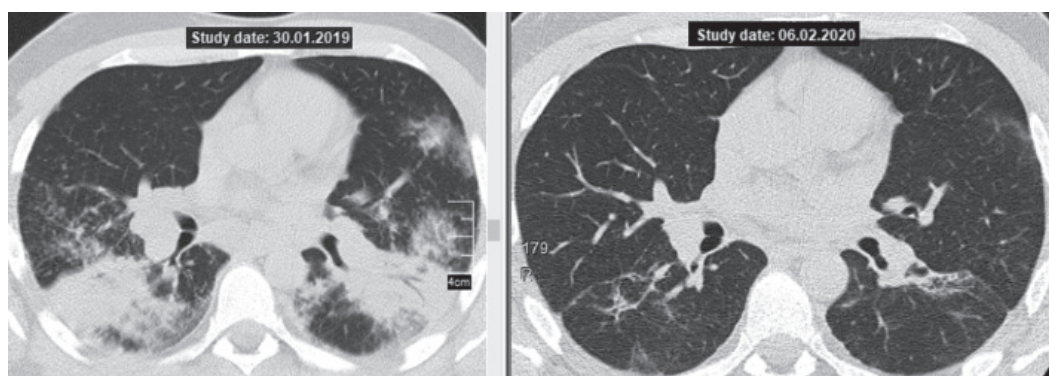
Пацієнт С., 27 років, саркоїдоз легень, II стадія; КТ ОГП (аксіальний зріз на рівні розподілу головних бронхів). Зліва — до лікування, праворуч — на момент закінчення лікування метотрексатом (15 мг/тиждень): повна регресія з залишковими змінами у вигляді обмеженого інтерстиціального фіброзу легень
